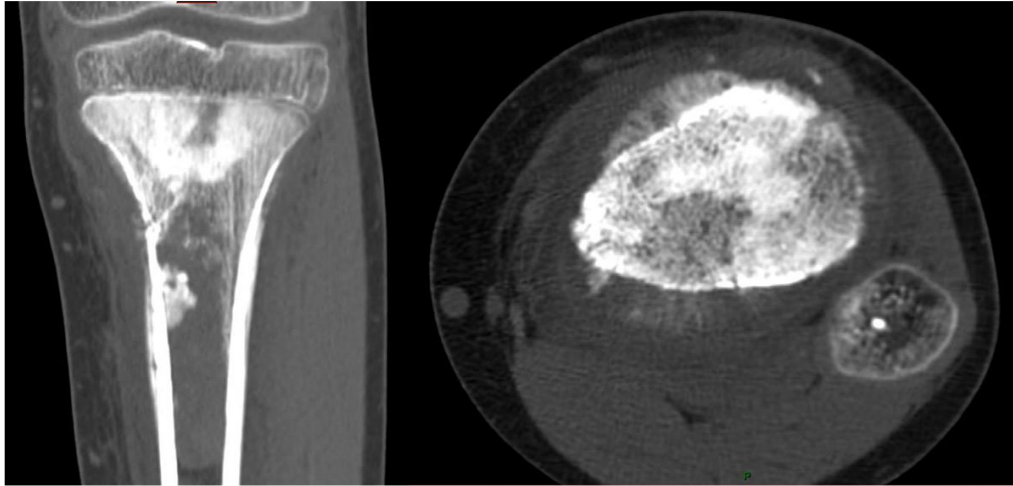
Le CT scanner démontre le caractère mixte, lityque et blastique de la tumeur. La réaction périostée est souvent typique, « en rayons de soleil » ou en « feu d’herbe ».
